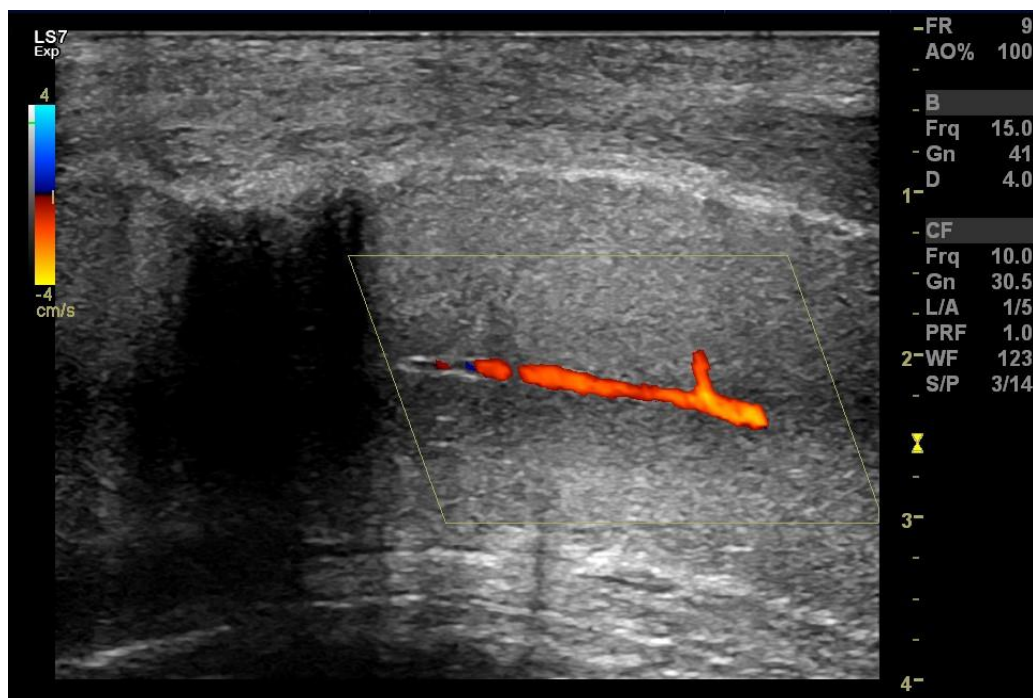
Ultrassonografia com Doppler colorido de artéria cavernosa demonstrando onda de aspecto normal durante a ereção, cinco minutos após injeção intracavernosa
